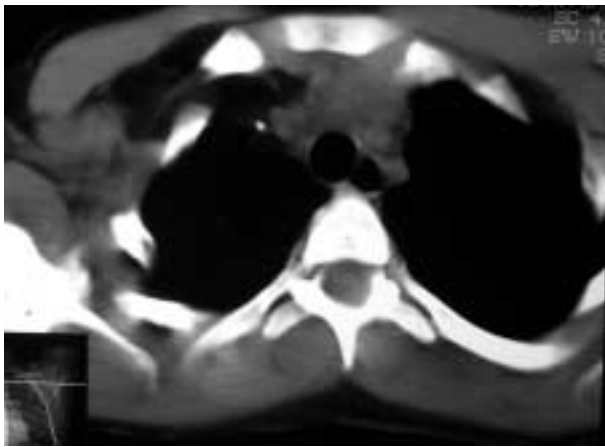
TAC de lipoblastoma toroaxilar. Tumor residual después de 4 intervenciones.
